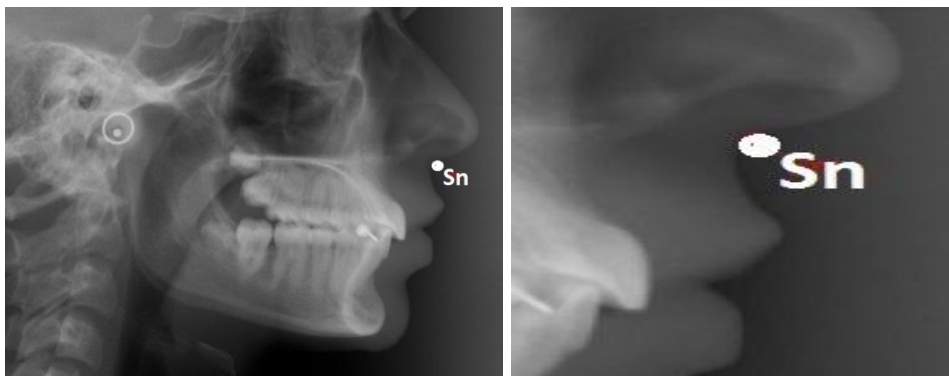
Subnasale - aspect radiografic
